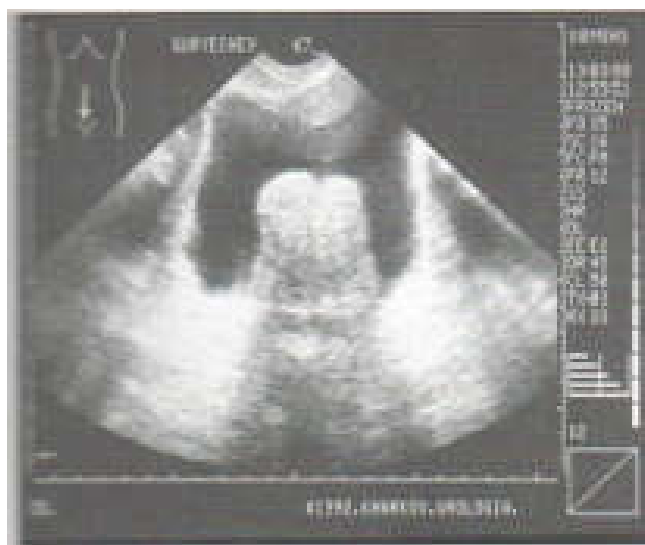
Симптом протрузии при УЗИ ДГПЖ
